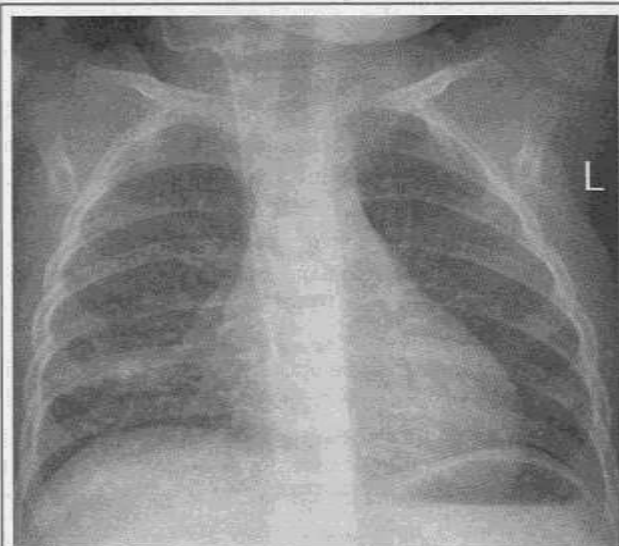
Обзорная рентгенограмма пациента (объяснение в тексте).
